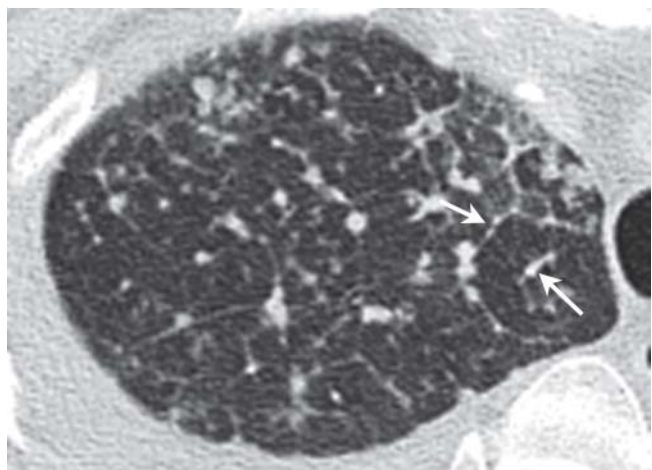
CT mit beaded septum sign: perlschnurartig aufgereihete rundliche Verdichtungen in verdickten Interlobulärsepten (Pfeile).
